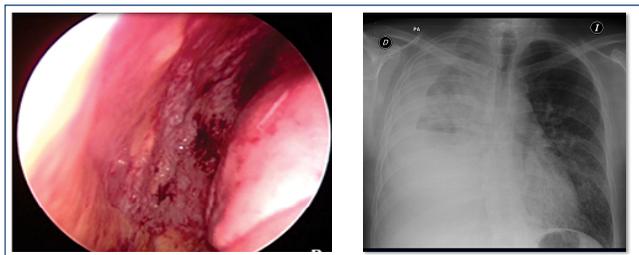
Visión toroscópica de infiltración pleural metastásica (izquierda) y radiografía de tórax con derrame pleural paraneoplásico y atelectasia postobstructiva por tumor hiliar (derecha)
